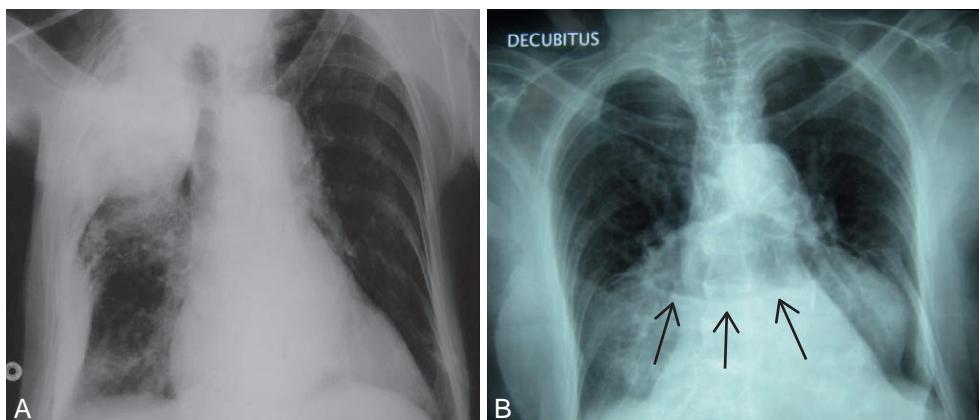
A Exemples de pathologies chroniques souvent découvertes sur une radiographie pulmonaire.
